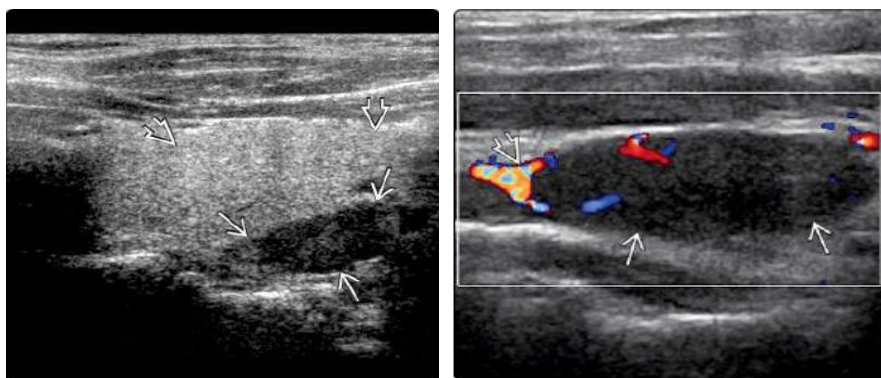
(Слева) УЗИ, при продольно расположенном датчике, гипоехогенное образование (→) позади левой доли ЩЖ (⇒); (Справа) в режиме цветной доплерографии, гипоехогенное образование ОЩЖ (→), с типично усиленной васкуляризацией у одного из полюсов (⇒) (изображения из Diagnostic Imaging: head and neck, 3d edition, Elsevier 2017).
